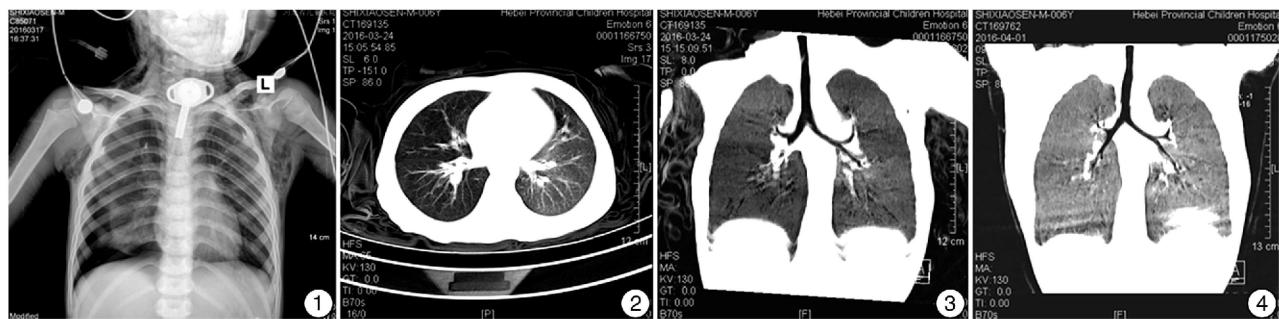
入院当天床旁胸片 右侧气胸;肺炎;颈部及胸壁皮下气肿; 图2、3 胸部CT(轴位)及气管三维重建 示右肺下叶透光度增高,右侧下叶支气管局部不通,呈节段性,内可见空气支气管征; 图4 支气管异物取出术后复查胸部CT及气管三维重建 示气管及左右主支气管通畅。
